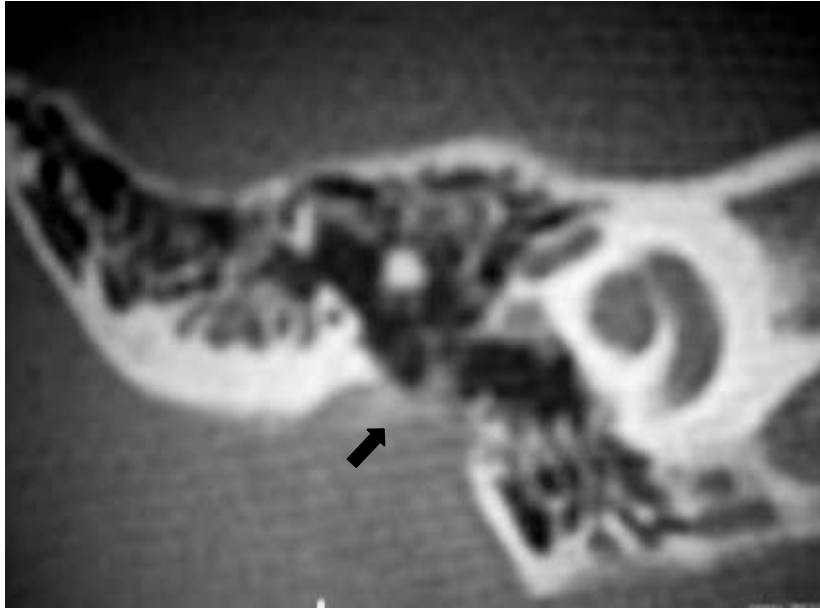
Corte coronal de TC del oído derecho mostrando la placa atrésica incompleta (*flecha negra*).
